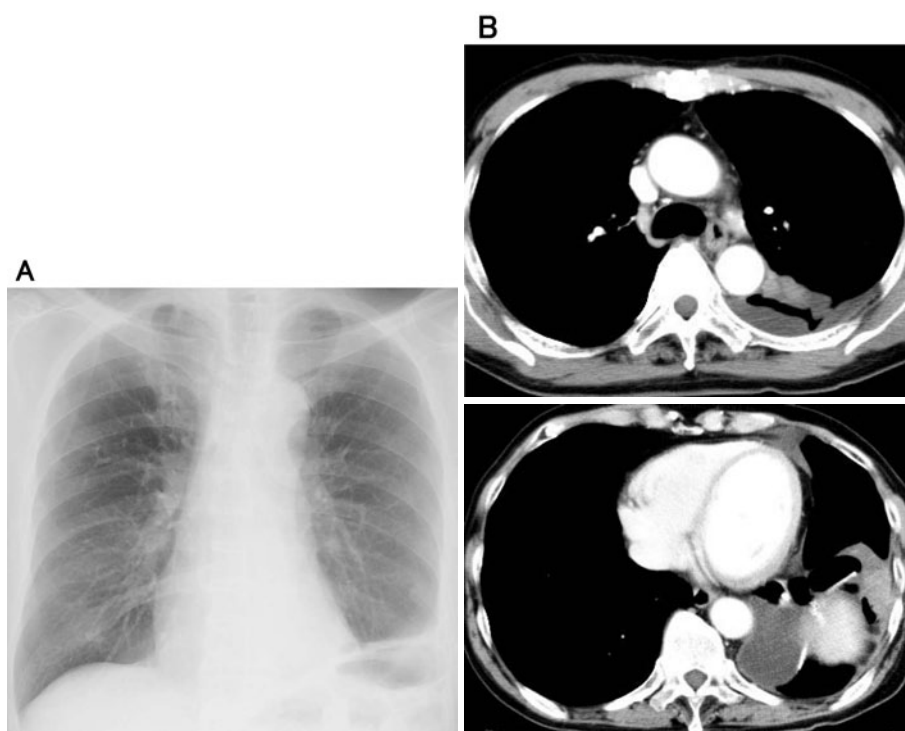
(A) A chest radiograph showing a new lesion at the left lower lung field one year after the first surgery. (B) A CT scan showing tumor that extends along the left chest wall and that is slightly enhanced.
